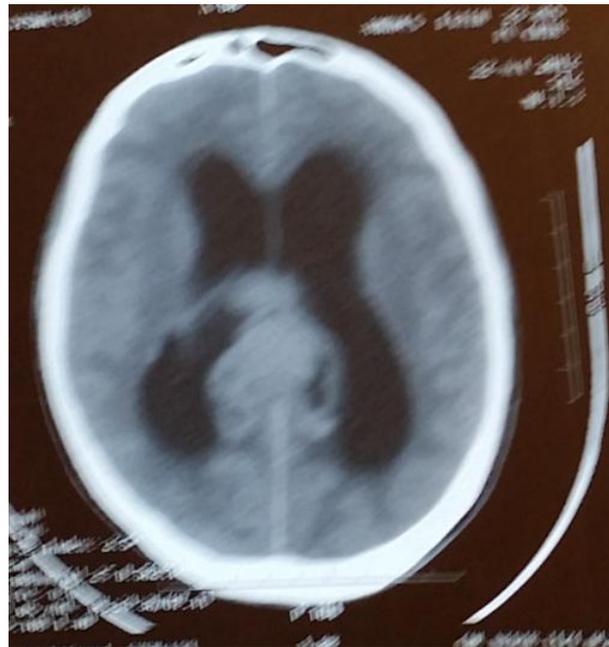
Image IRM coupe axiale d'un germinome
